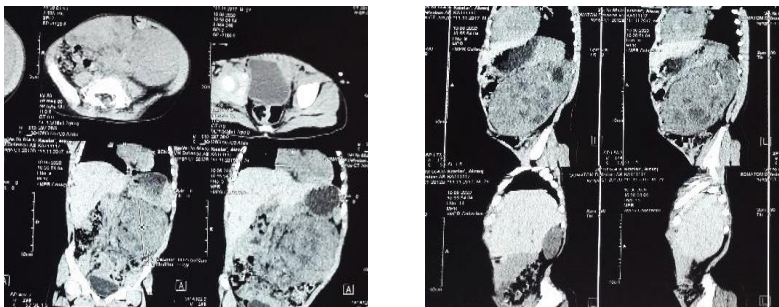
TC: aspecte morfologice imagistice ale tumorii Wilms, rinichiul stâng, și viscerale abdominale
